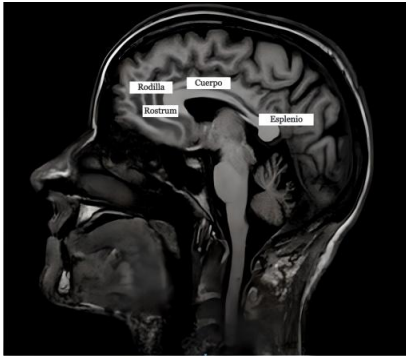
Resonancia magnética cerebral con corte sagital que expone la localización del Cuerpo Calloso y su estructura anatómica – Elaboración propia a partir de imagen extraída de Research Gate
